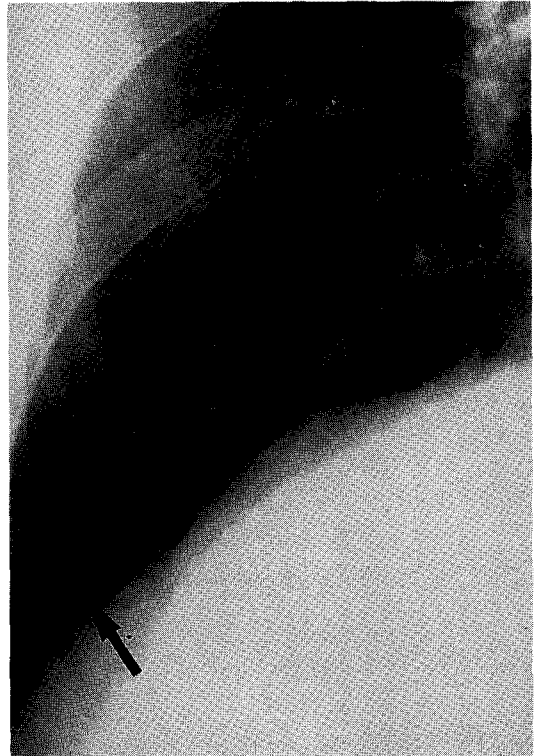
Chest radiography shows a small nodular opacity in right low-lung zone (arrow).
